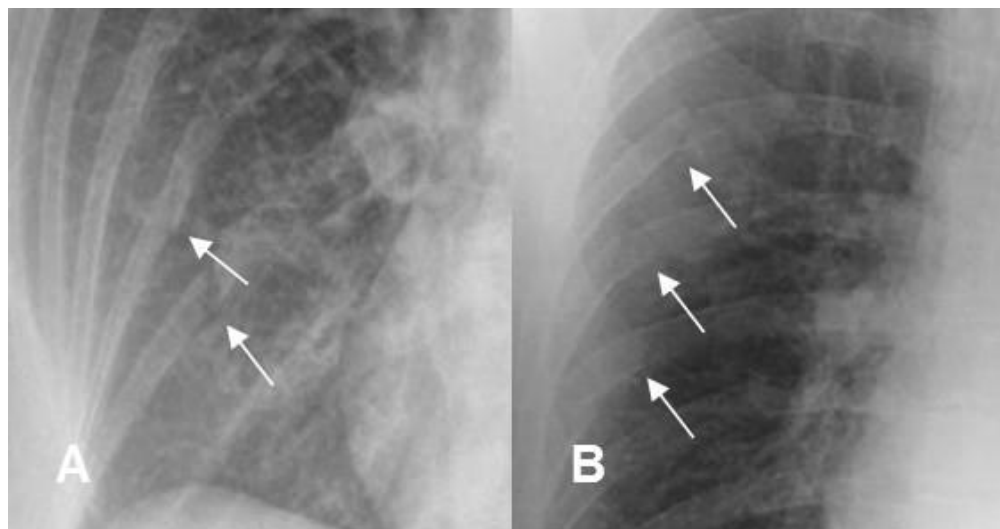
Radiografía de costillas. Imagen recuperada de:
